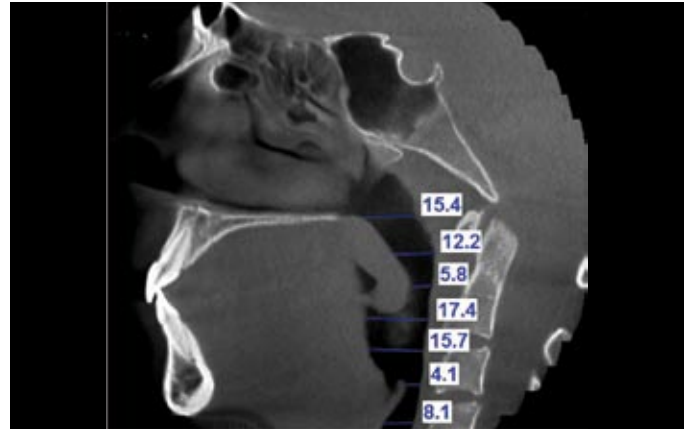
Imagen lateral CBCT de vías aéreas cuantificada.
